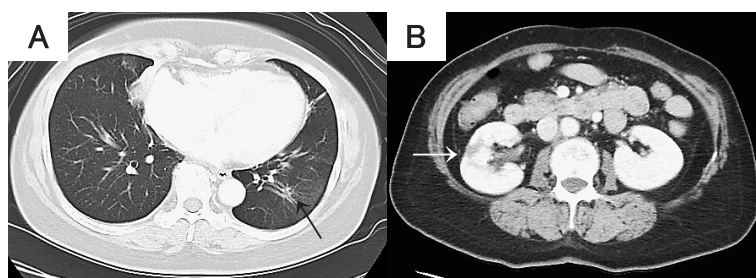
CT findings. Four weeks after halting MTX, (A) the left lower lobe nodule had disappeared and (B) the renal nodule showed regression in size.
